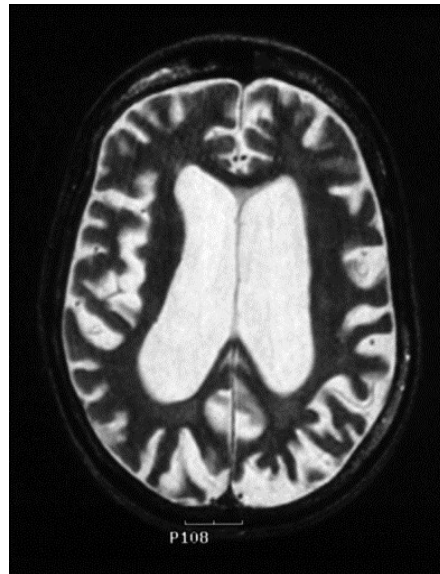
IRM chez un sujet XP: atrophie sévère du cortex avec élargissement des ventricules. Aspect normal de la substance blanche. [73]
